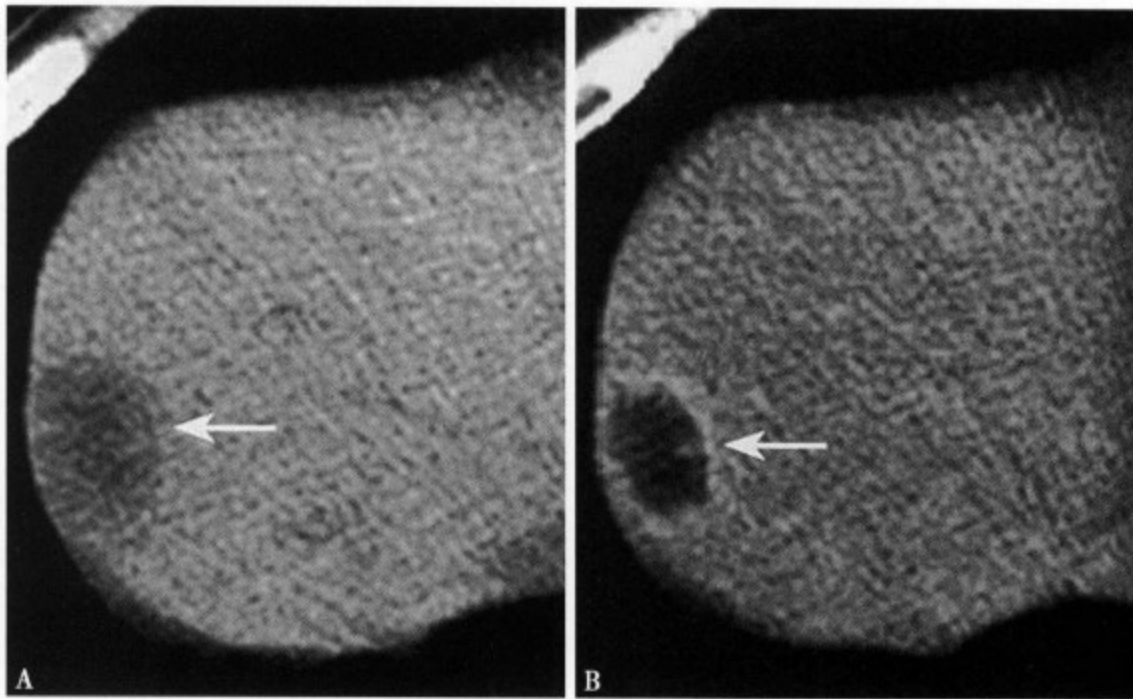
结肠癌肝囊性转移：CT 平扫 (A) 肝上缘外侧边缘部显示一稍低类圆形病灶，边缘不清，密度不均，直径约 2.4cm；增强 CT (B) 病灶呈囊样环形强化，边缘不规则，瘤壁厚薄不一
